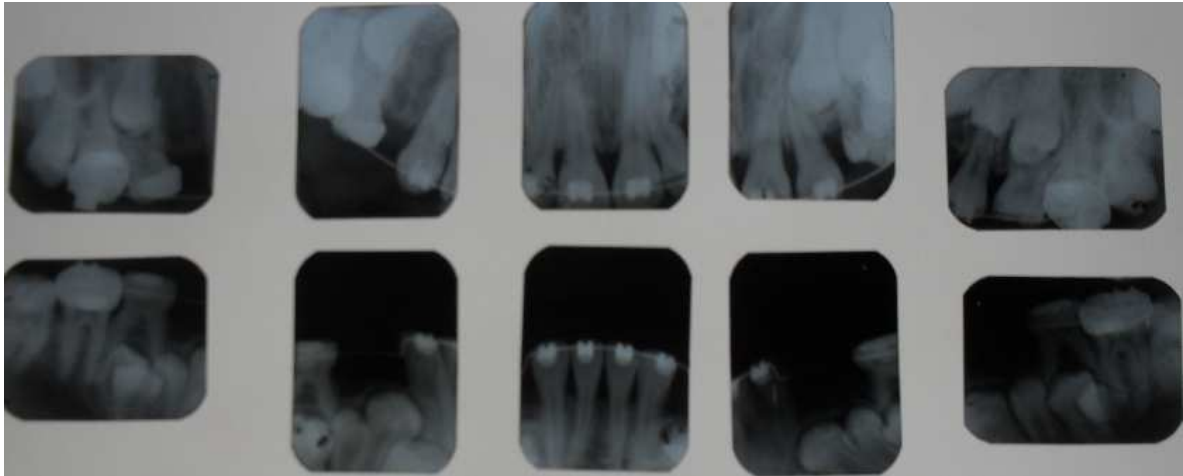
Estudio radiográfico periapical de la paciente.
